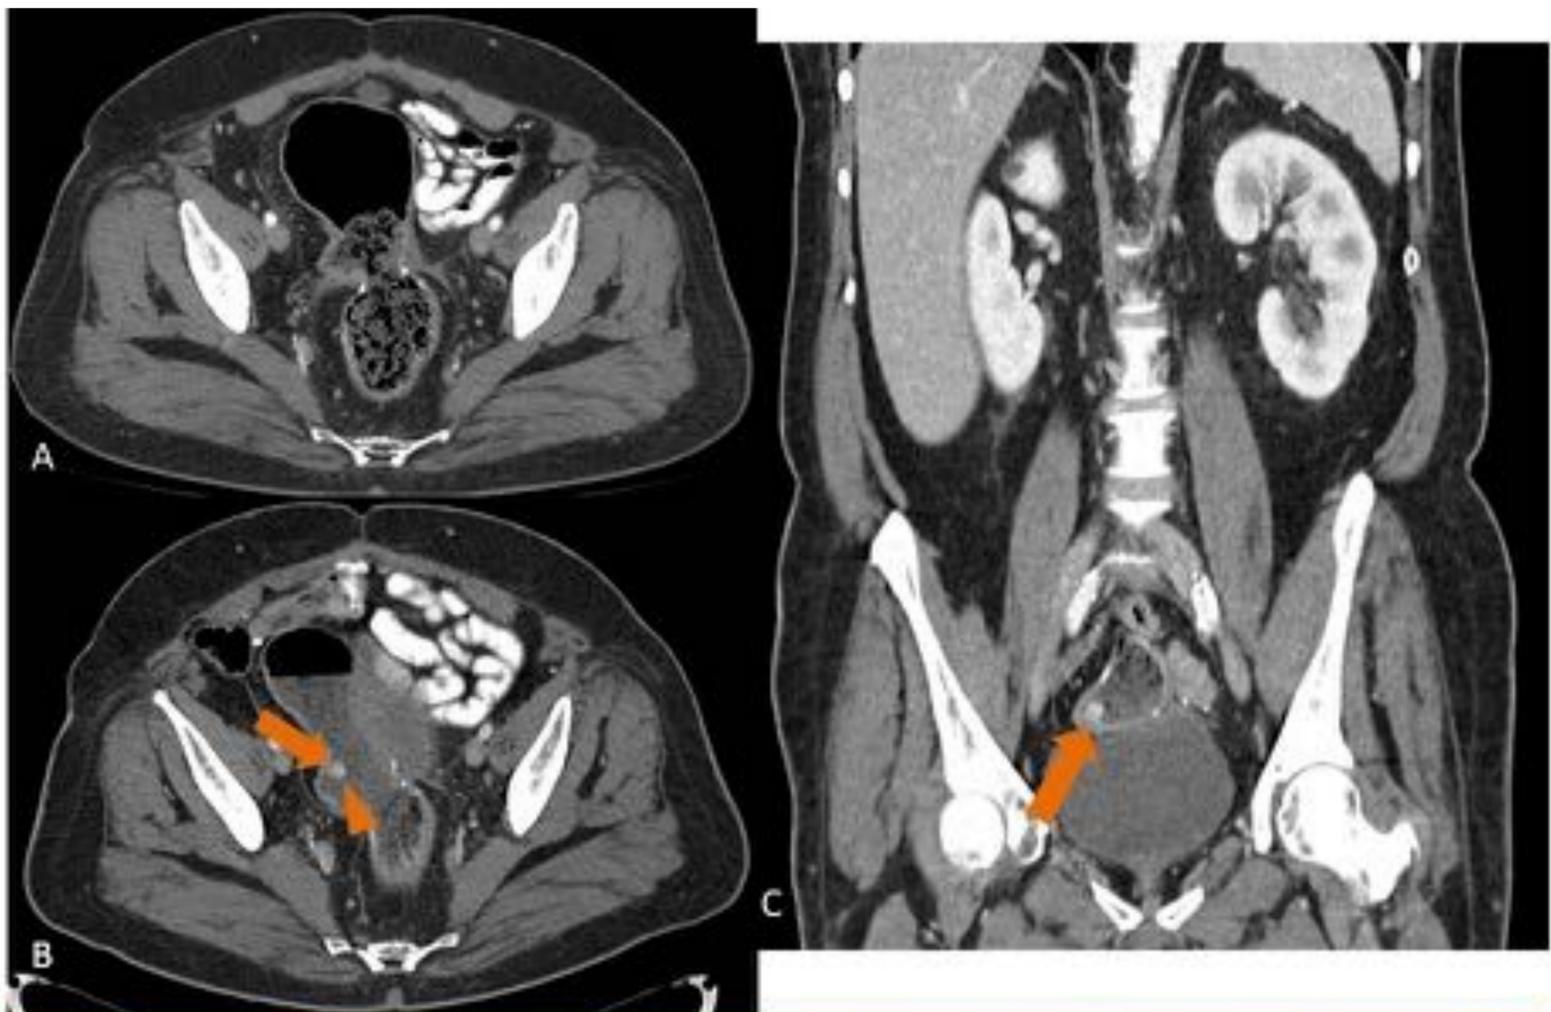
Paciente de 84 años con adenocarcinoma de próstata en progresión, se realiza TC de seguimiento. A. En el estudio previo, hace dos años, no se describió el pólipo en el recto alto (cabeza de flecha). En las proyecciones axial, B, y sagital, C, del estudio actual se aprecia el pólipo (flecha) difícilmente diferenciable de las heces. La colonoscopia, D, demostró el hallazgo y la AP correspondió con adenoma tubulovelloso.
